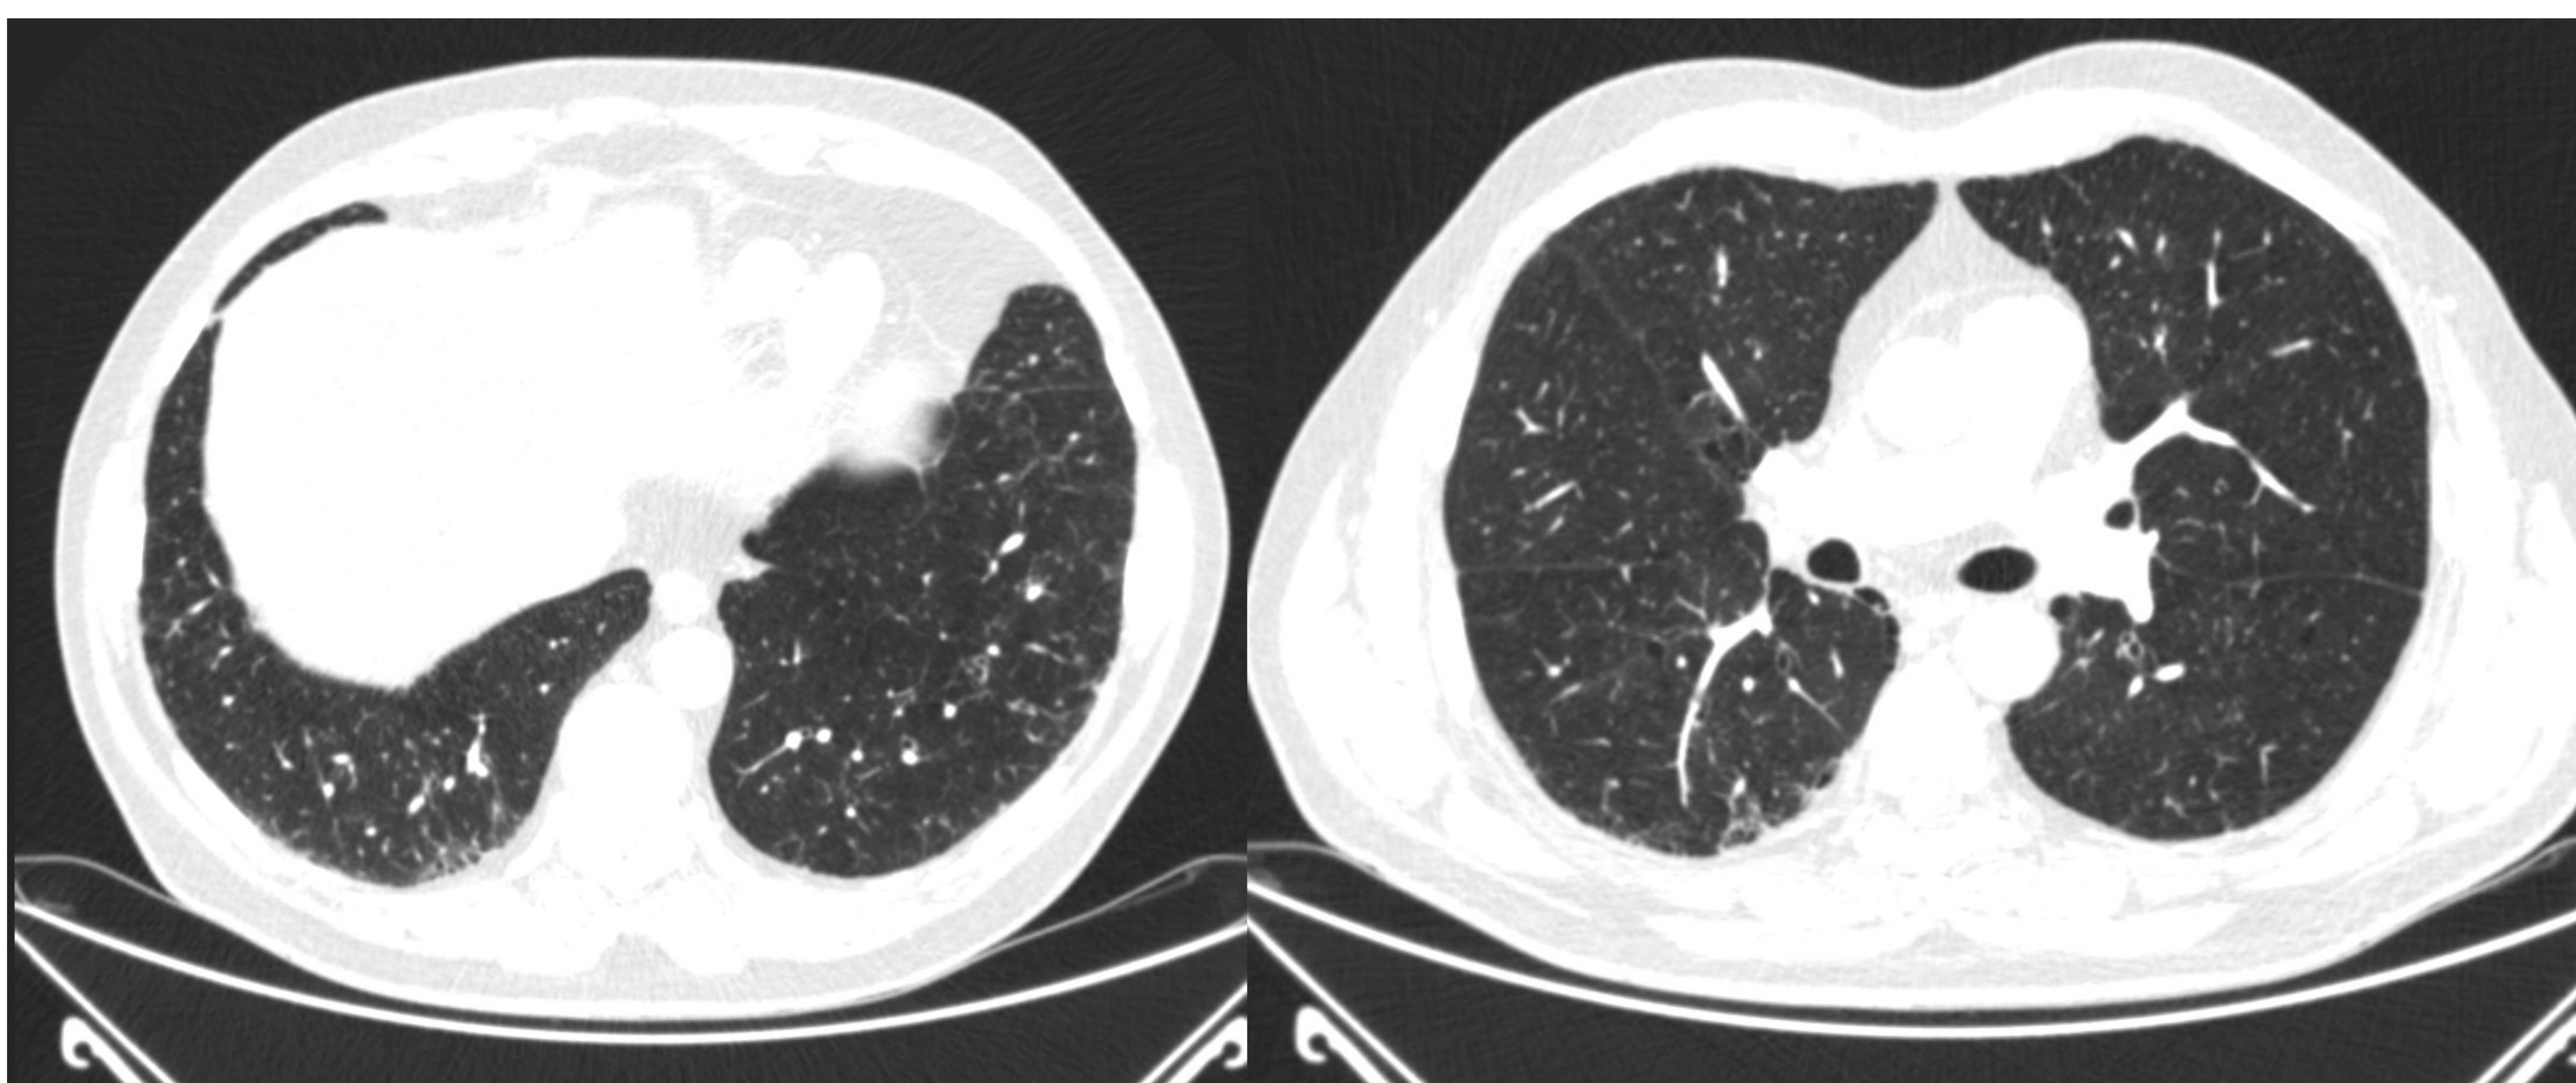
Dos cortes de TC torácico basal y medio donde se muestra la presencia de ILA subpleural no fibrosante con predominio de vidrio deslustrado y reticulaciones.
